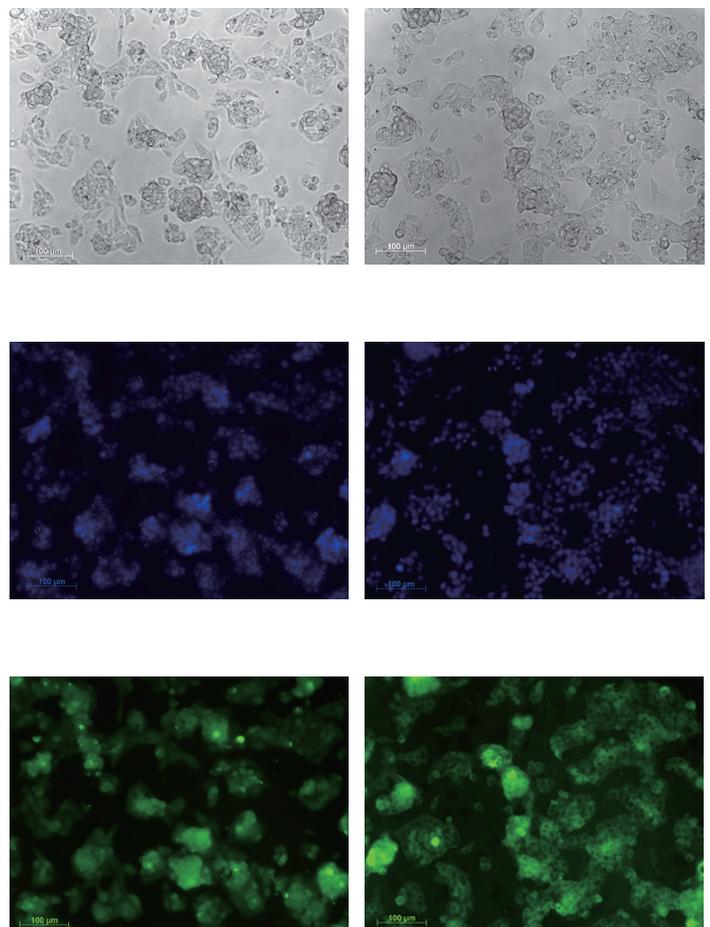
人類肝癌細胞株 BCRC RM60025 HepG2 細胞鑑定結果。
